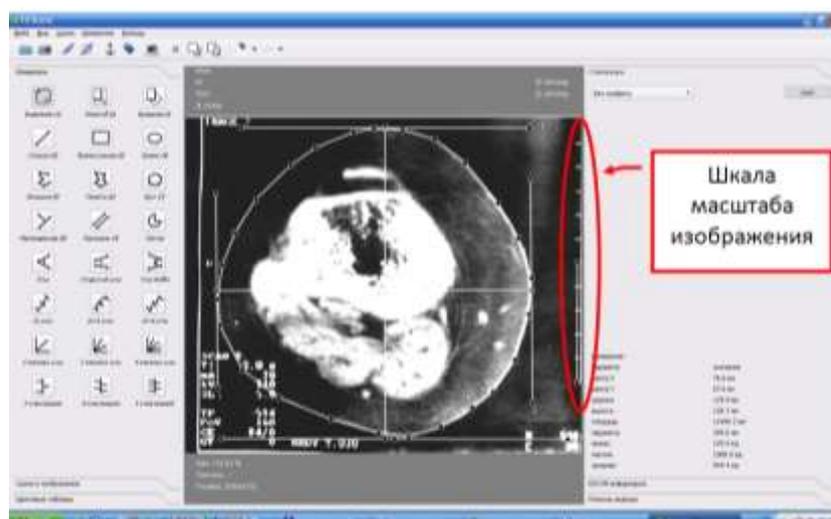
Скриншот программы Ni-scene в режиме рентгенометрии
